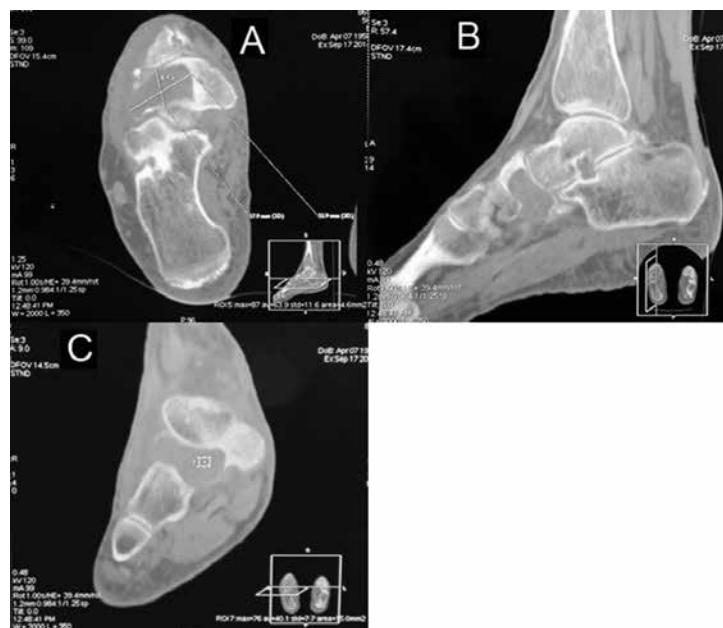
Осевая (А), сагитальная (В), фронтальная (С) проекции трехмерного КТ. Определяется значительное разрушение ладьевидной кости, особенно по нижнему контуру – перфорация кортикальной пластинки. При этом опухоль распространилась на мягкие ткани. Не отмечается центральной оссификации или кальцинирования в области опухоли
